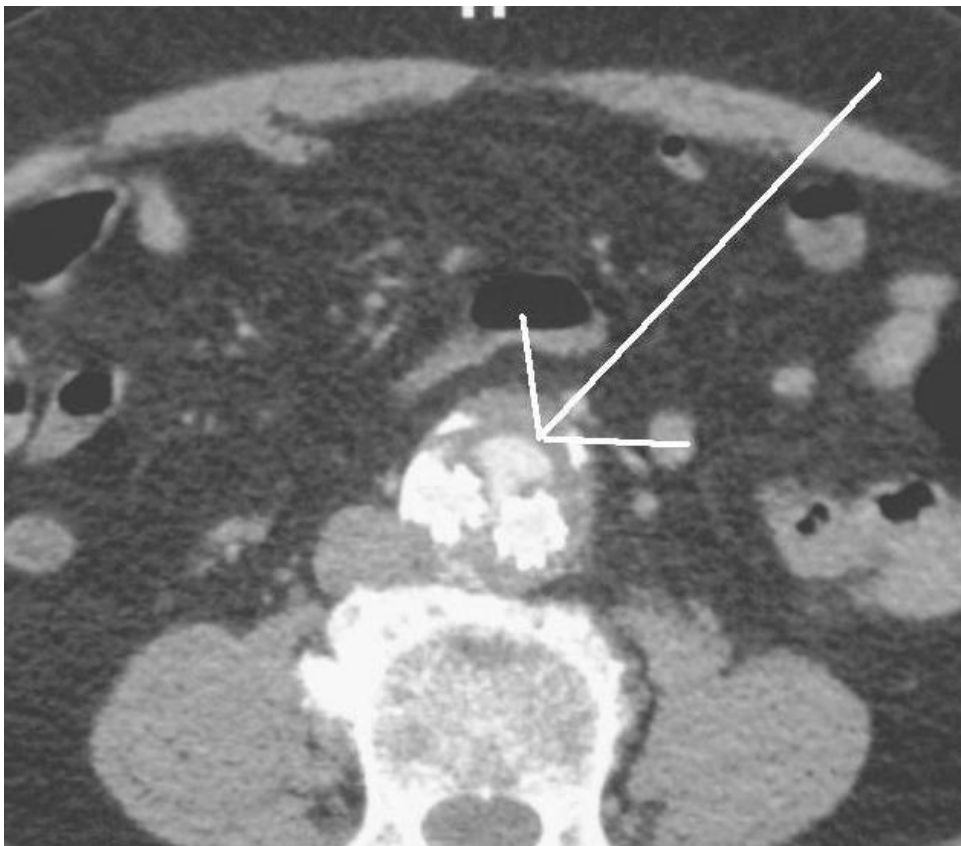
Kontrastmittel-CT zeigt ein Typ IB Endoleak
